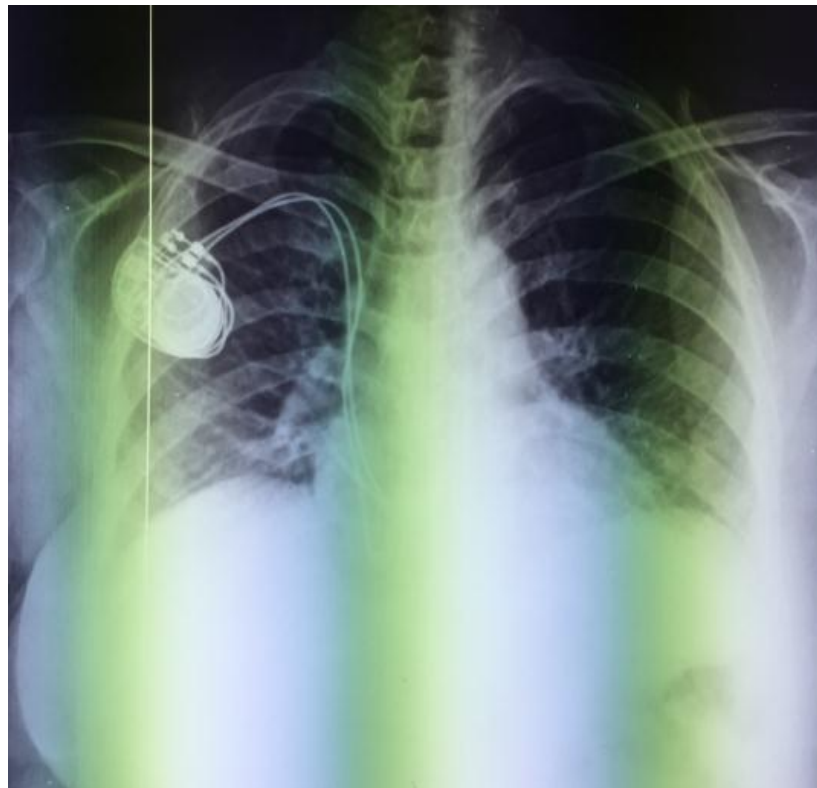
Radiographie de thorax après mise en place de pace maker
